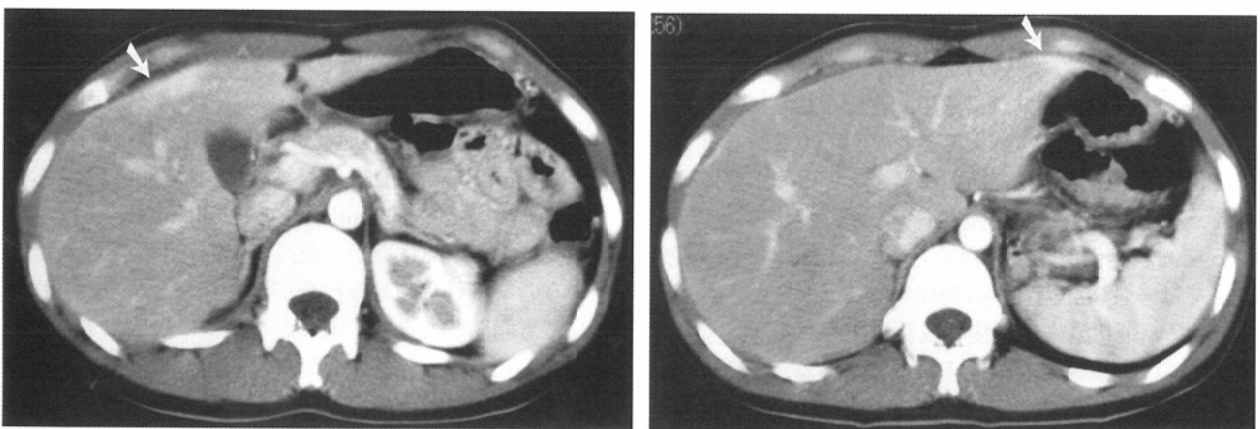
Abdominal enhanced CT on early phase in 22-year-old woman (case 1).
